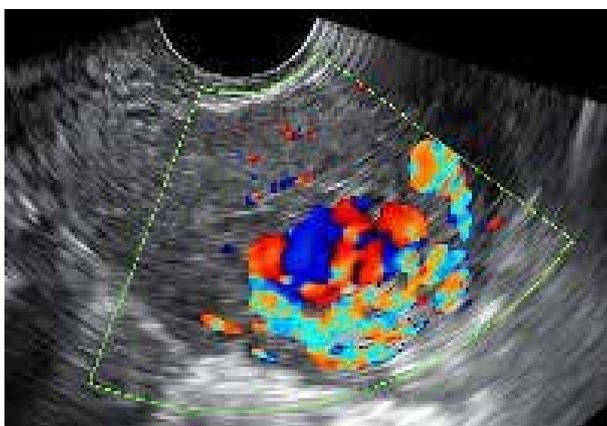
Imagen de ultrasonido Doppler color que muestra un flujo exuberante.
